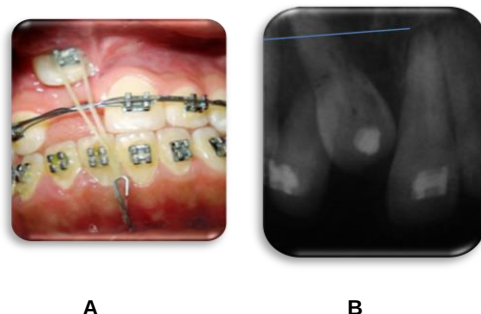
Primer registro diente 11 (Mayo-2010); A. Fotografía intraoral; B. Radiografía periapical.
